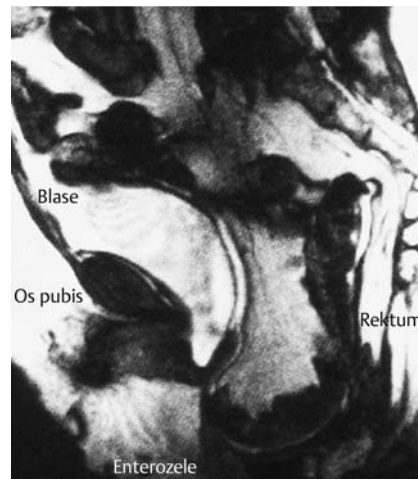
Dynamisches MRT mit ausgeprägter Enterozele.
